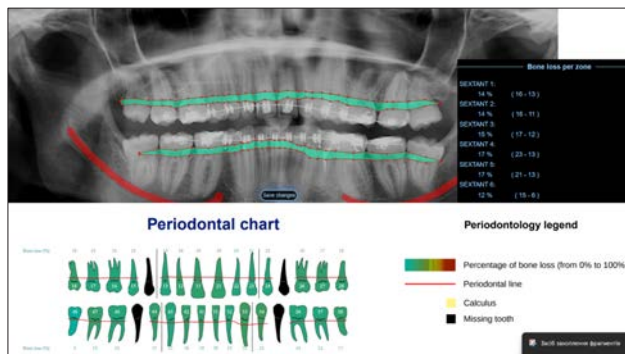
Результати опрацювання ортопантомограми пацієнтки Б з використанням моделі штучного інтелекту програмного забезпечення WeDiagnostiX (WeDiagnostiX, Франція)
